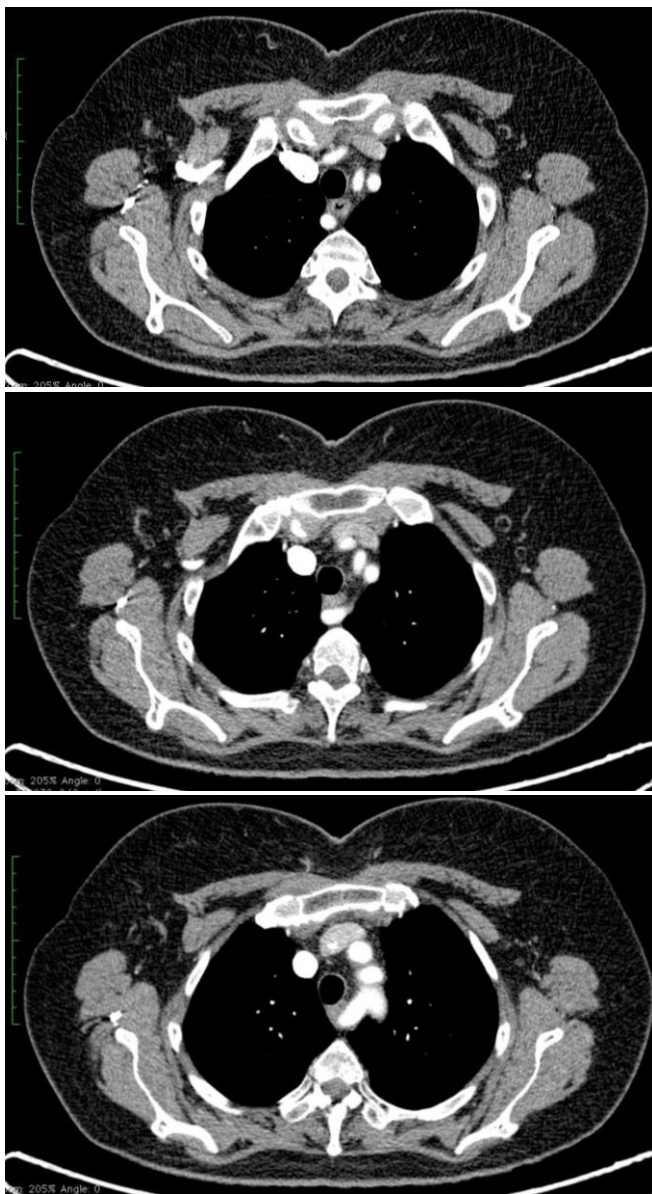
Estudo de Imagem: Tomografia de Tórax com Contraste – Artéria subclávia direita aberrante com origem na aorta descendente e trajeto posterior, entre o esôfago e a coluna, causando compressão nesta região.
